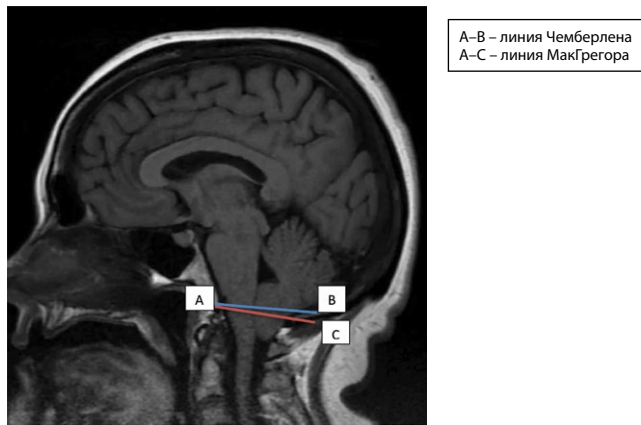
МРТ головного мозга, T1-режим. Сагиттальная проекция. Аномалия Арнольда – Киари 1-го типа
